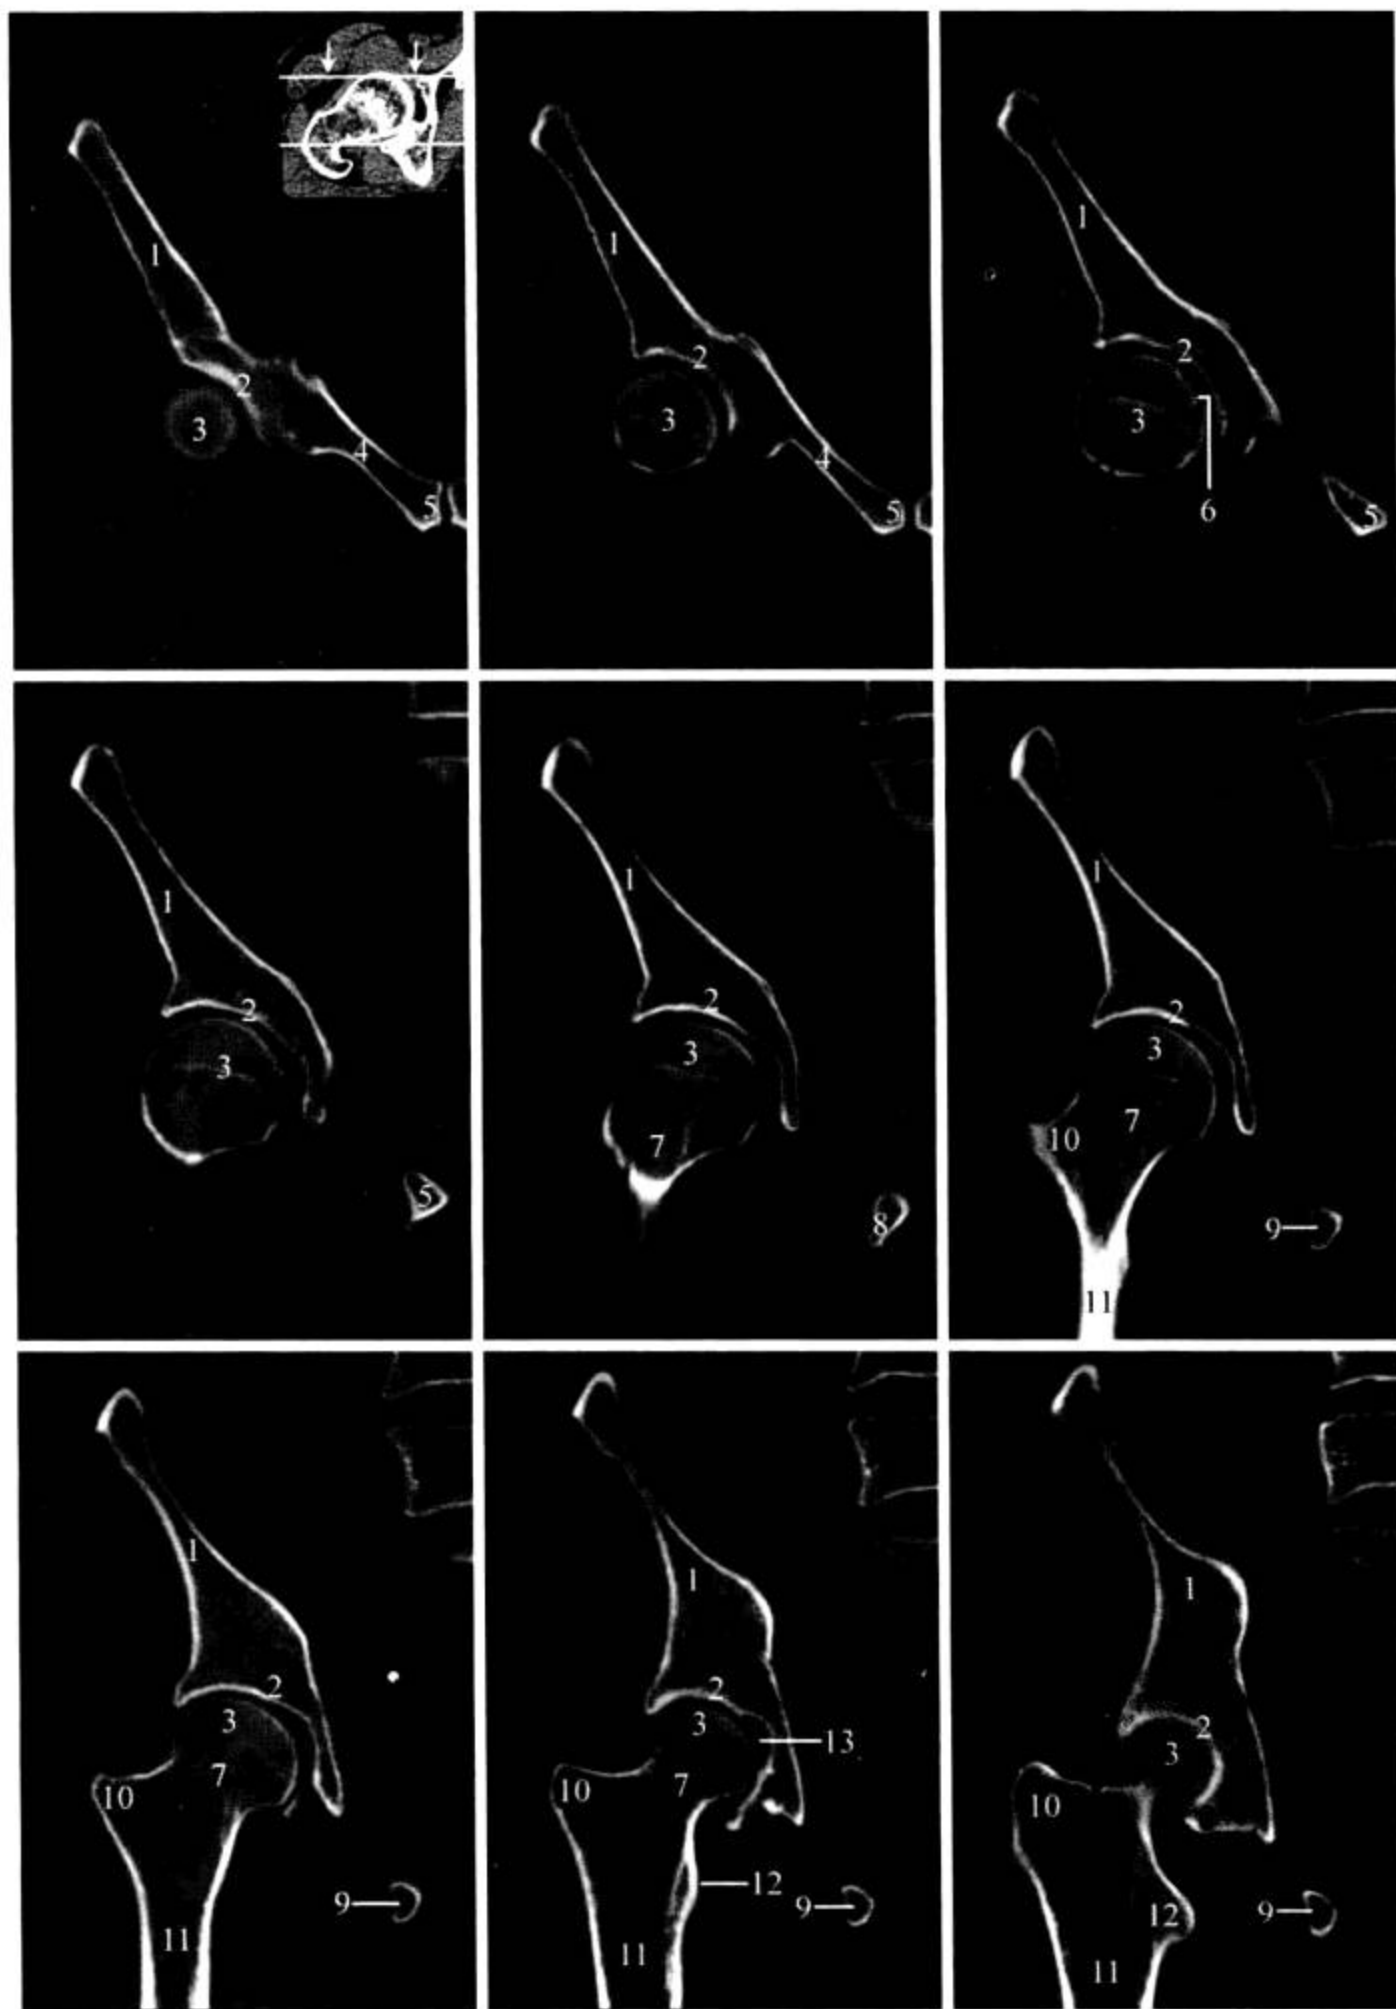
髋关节 CT 冠状面 MPR 重建
